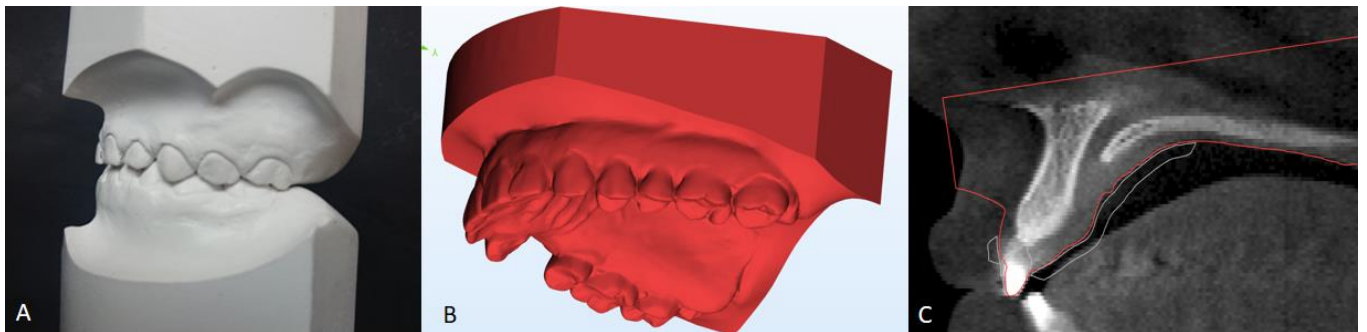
A) Fotografía de modelo de yeso. B) Modelo digital 3D del modelo de yeso. C) integración de Tomografía CBCT con modelo digital del modelo de yeso.<sup>3</sup>
